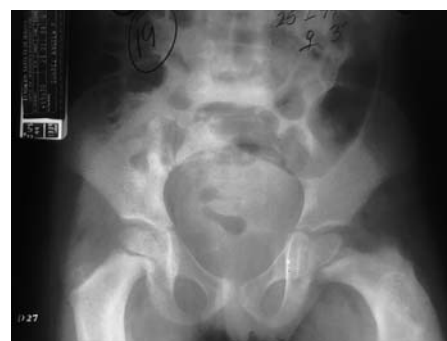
Radiografía de pelvis. Se aprecia un patrón trabecular grueso con algo de protrusión acetabular.
